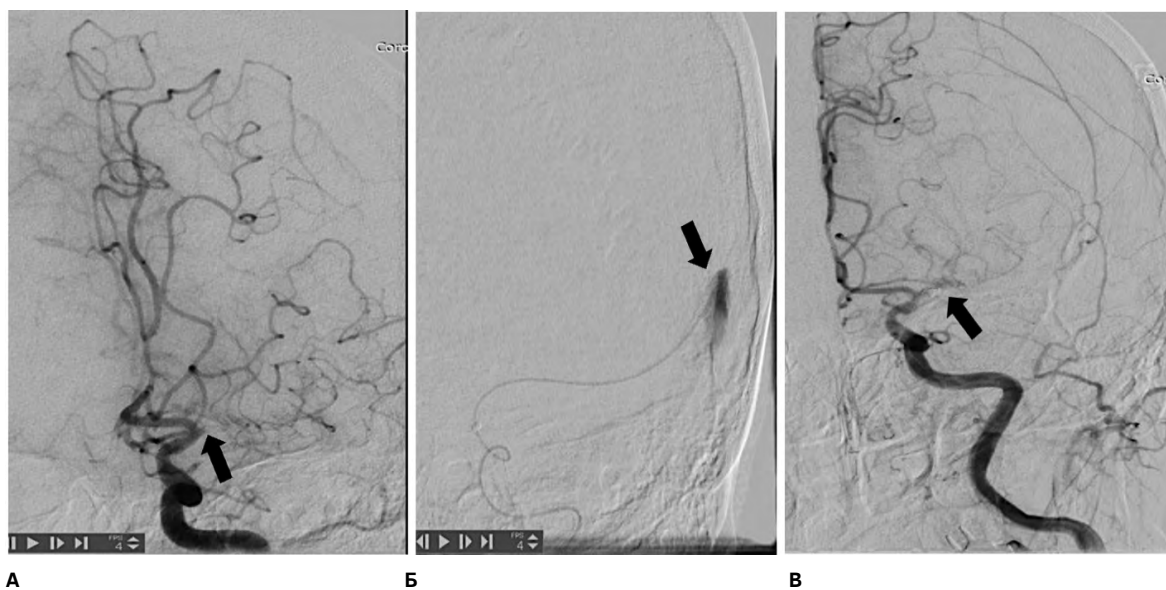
Пациентка Я., церебральная ангиография: А – до тромбэкстракции, определяется окклюзия М1-сегмента СМА слева (указана стрелкой); Б – экстравазация рентгенконтрастного вещества в СМА слева (указана стрелкой); В – выполнена селективная эмболизация СМА после ее перфорации (расположение микроспирали указано стрелкой). Источник: составлено авторами
